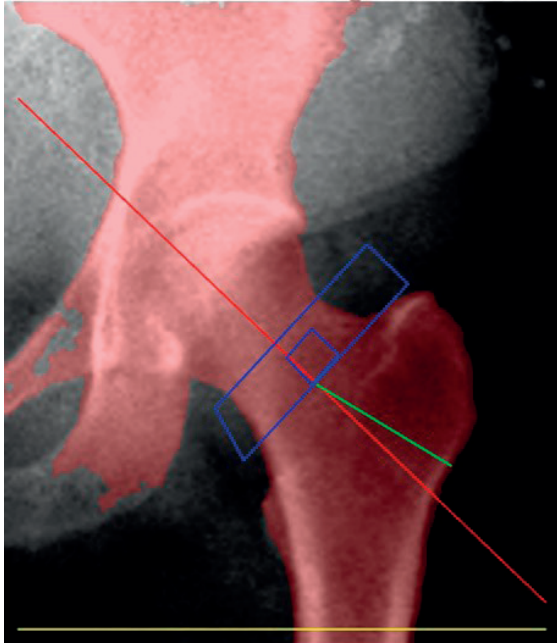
Рентгеновская остеоденситометрия левого бедра
